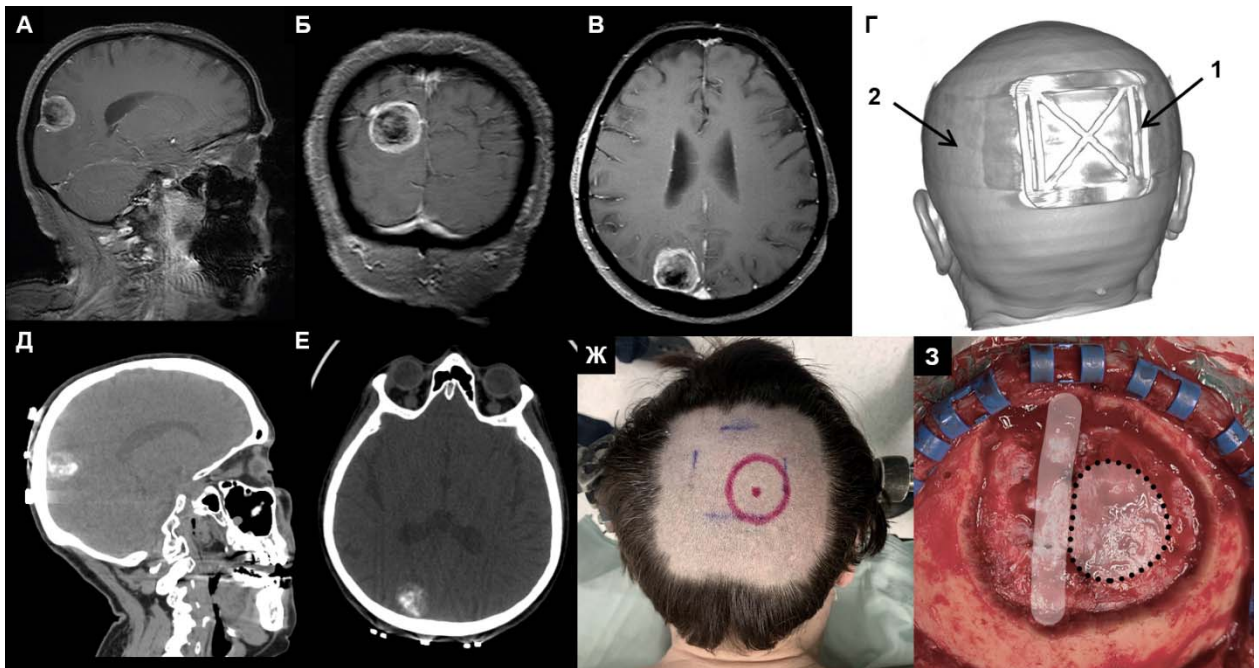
Способ предоперационной разметки с помощью КТ-локализера. А,Б,В – МРТ пациентки с менингиомой задней трети ВСС справа (изображения не инвертированы). Г – 3Д-реконструкция КТ головы с локализером (1 – квадратная рамка, 2 – эластичная лента). Д – Та же КТ, за час до подачи в операционную.
